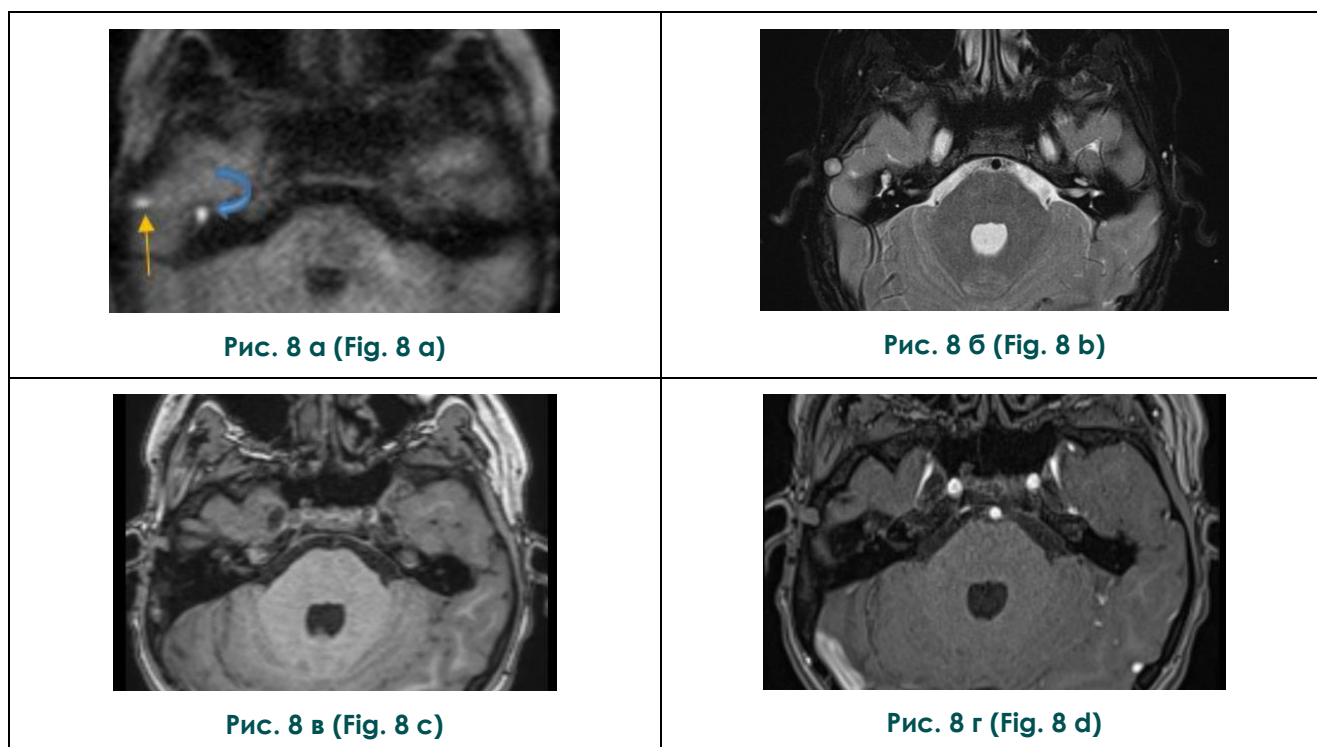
МРТ височной кости, аксиальные срезы.
